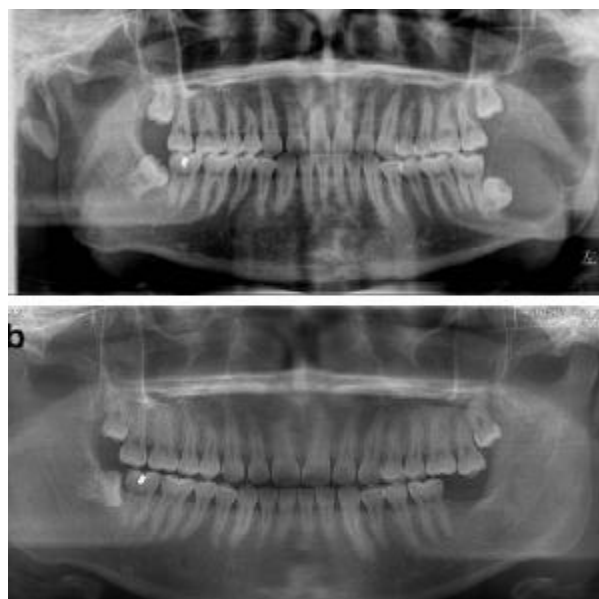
Panoramic radiographs of an adolescent suffering from large mandibular multicystic ameloblastoma. (a) Preoperative, there was a large radiolucent lesion in the angle and ramus of the left side. (b) After treatment with the Enu/PO procedure, the previous large radiolucent lesion was almost invisible, owing to significant bone regeneration.
